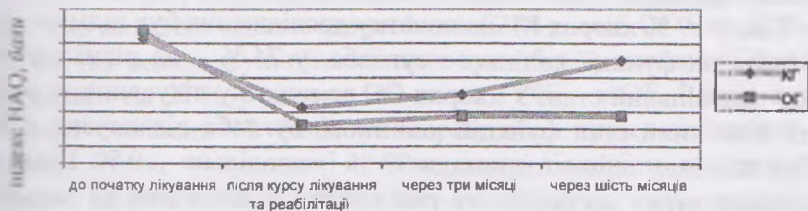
Динаміка зміни індексу HAQ у хворих на гонартроз 0-1 рентгенологічної стадії КГ та ОГ
